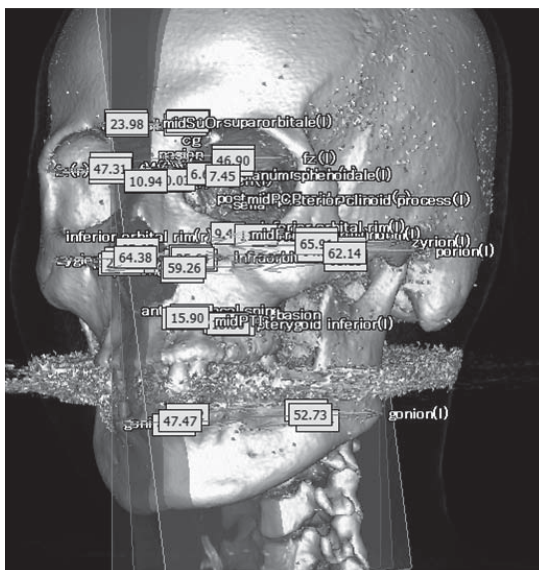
3-D CT data was analysed by Simplant<sup>®</sup>OMS. Planes, degrees and distances are set from osseous landmarks.
